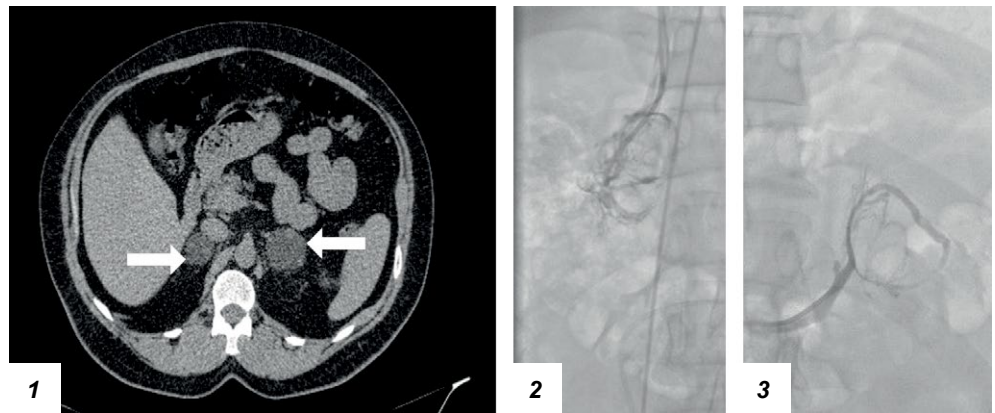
КТ органов брюшной полости и забрюшинного пространства (аксиальный срез, нативная фаза) и ангиография правого и левого надпочечников у пациентки с БМНГ с синдромом Кушинга.
